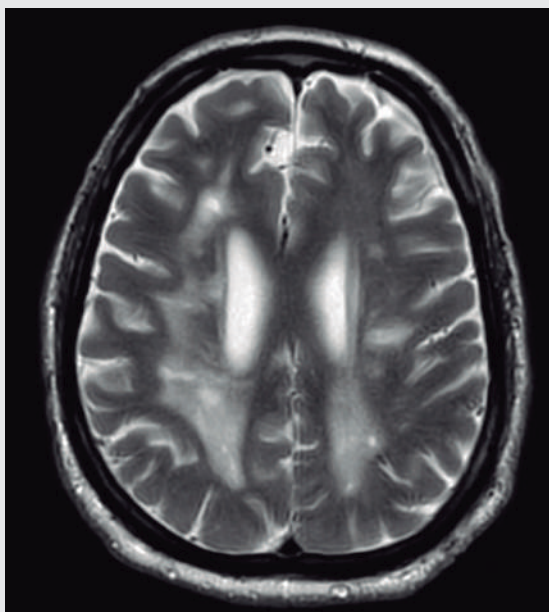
RMN cerebral: secuencia T2. Hiperintensidades en sustancia blanca periventricular
